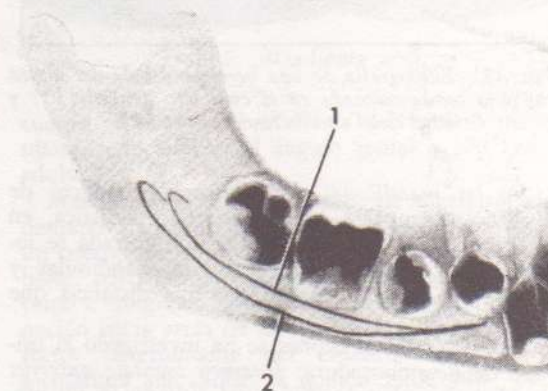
Radiografía de una hemimandíbula infantil. 1: Conducto dentario inferior. 2: Conducto de Serres.
